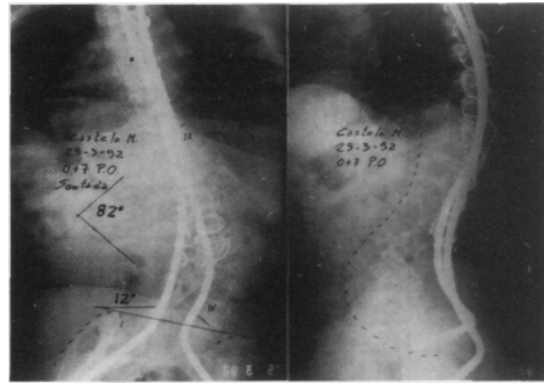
(caso 3). Radiografía frente y perfil sentada a 7 meses postoperatorio, artrodesis asimilada, barras con modelado parcial de curvas escolióticas y preservando las fisiológicas.
